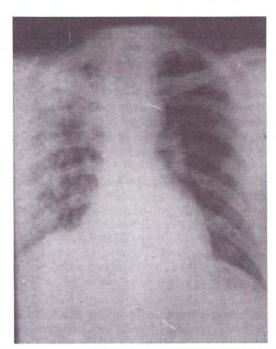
Radiografía del tórax donde se observa infiltrado difuso en el pulmón derecho.
